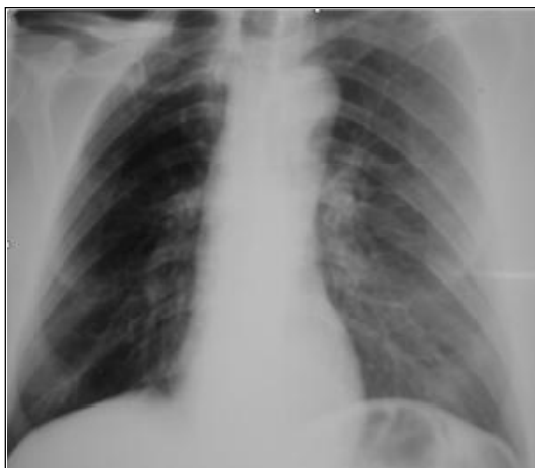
Radiografie toracică în incidență postero-anterioară
